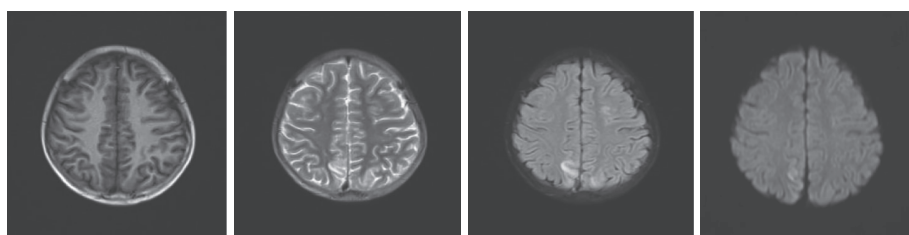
1例转移性结肠癌病人停用瑞戈非尼前头部MRI影像表现:两侧大脑半球后方皮层下条形异常信号,T1WI呈低信号,T2WI及FLAIR呈高信号,DWI示病灶轻度扩散受限
